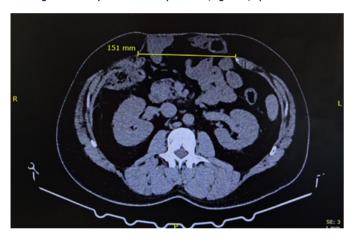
Томограмма органов брюшной полости пациента В. 65 лет до введения БТА
